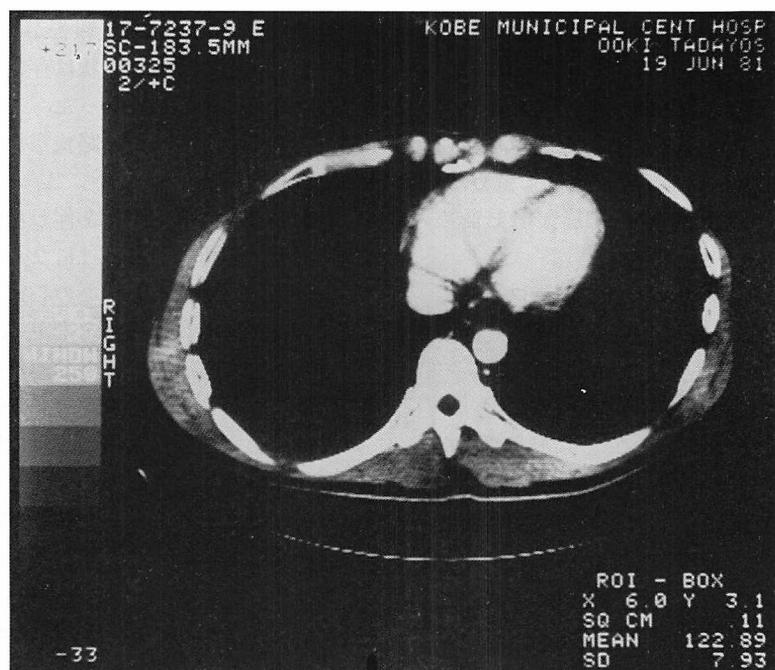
Computed tomogram.
